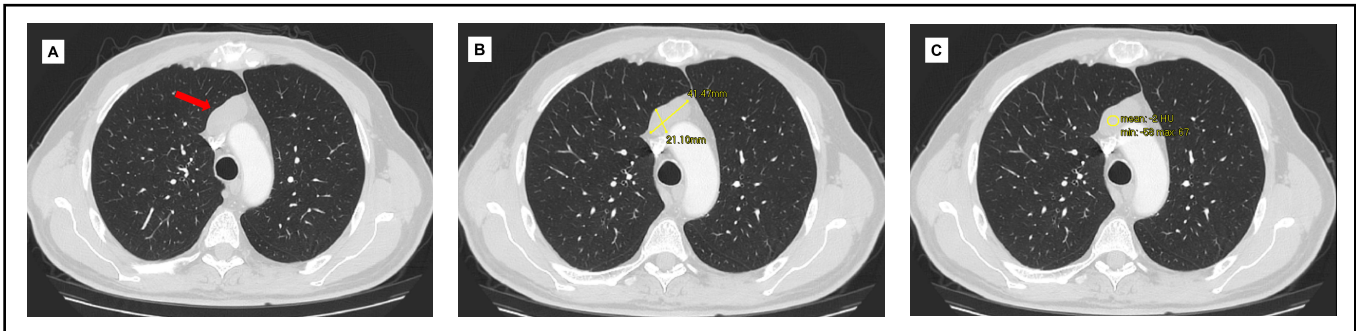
TAC de tórax de 2023 mostrando imagen mediastinal anterior de bordes lisos. Homogénea (A), con dimensiones de 41.5 x 21.1 mm (B) y coeficiente de atenuación promedio de -2 UH (C).
